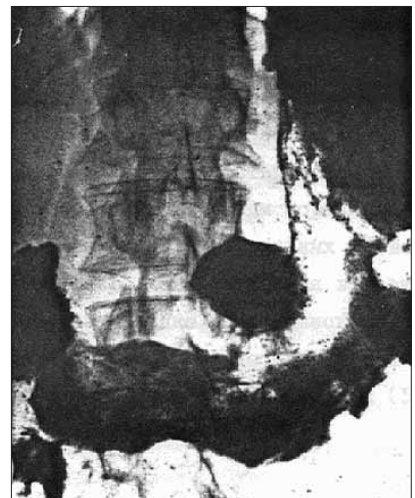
Рентгенограмма больного С.: большой дефект наполнения тела желудка, принятый за распадающуюся опухоль
